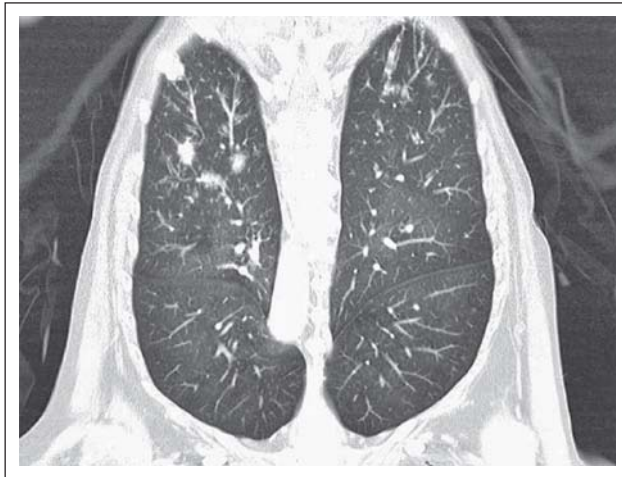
Kleinherdige Aspergillose (chronische karnifizierende *Pneumocystis jirovecii* und *Aspergillus*-Spezies), zusätzlich frischere bakterielle Pneumonie mit Lungenabszessen und nachgewiesener *Staph.-aureus*-Besiedelung. Bild: KfJ – Zentralröntgeninstitut; CT der Lunge.
